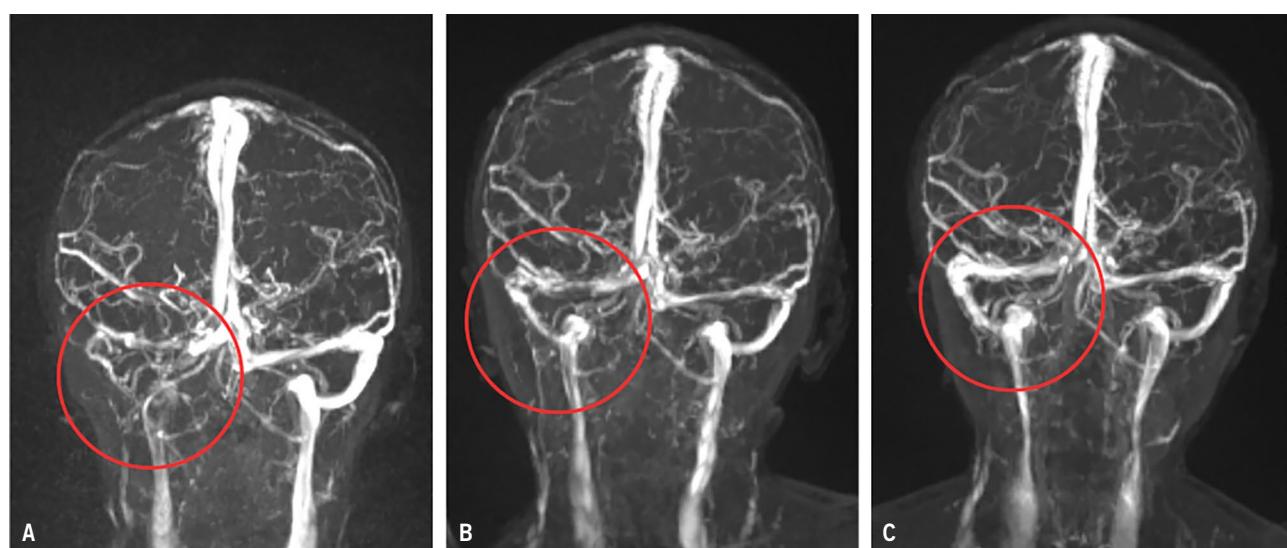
Evolución radiológica. A) Angiorresonancia magnética (ARM) craneal inicial que muestra trombosis de los senos transverso y sigmoideo derechos con extensión a la vena yugular interna. B) Recanalización parcial de los senos en la ARM realizada a los 9 días. C) ARM a los 3 meses del diagnóstico que muestra una recanalización casi completa.
